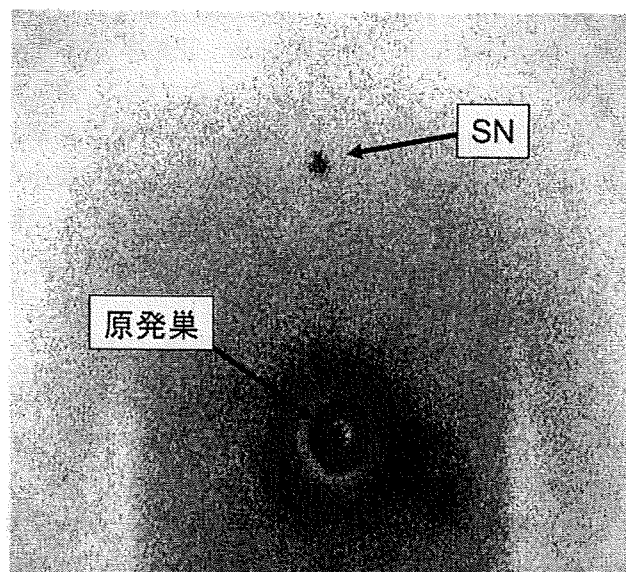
胸部下部食道癌の術前 lymphoscintigraphy (一例)
